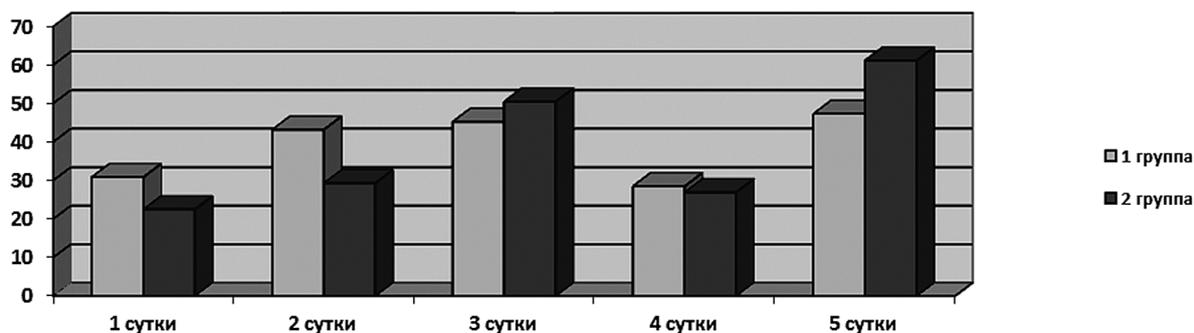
Показатели процентного отношения коллоидных препаратов к общему объему инфузионной терапии
